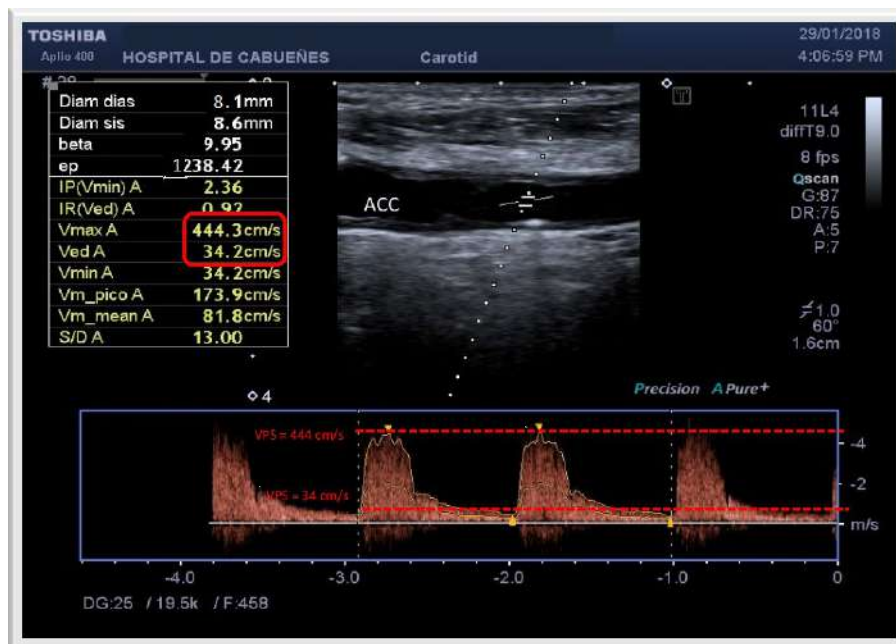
Eco-Doppler de troncos supraaórticos. Estenosis preoclusiva (>90%) de ACC en paciente del grupo RT. ACC= arteria carótida común.
